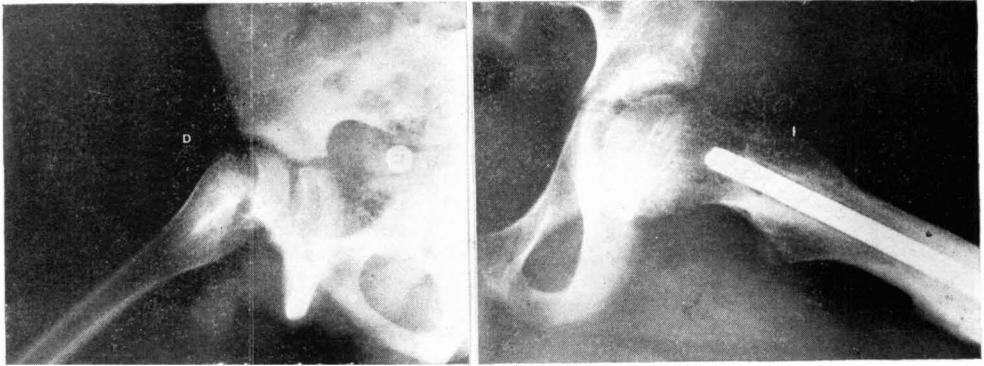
Radiografías axiales del mismo caso mostrando una epifisiolisis de grave desplazamiento. La cadera contralateral no presenta alteraciones en la línea o placa de crecimiento.
